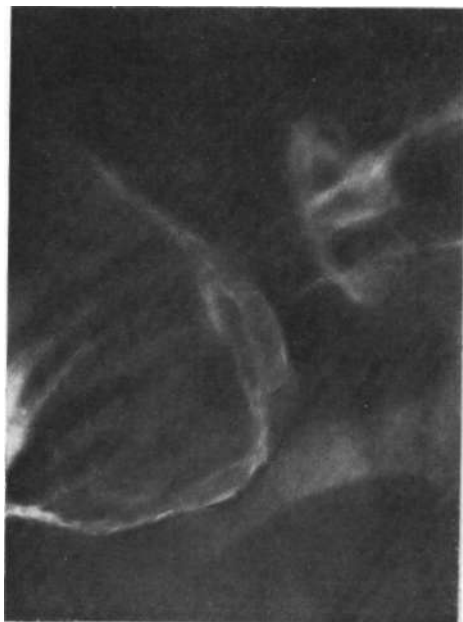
Рентгенограмма. Отечность слизистой оболочки кардноэзофагеального перехода и недостаточность кардии при малой грыже пищеводного отверстия диафрагмы. Клинически — синдром Лиана — Сиге — ВслИ.
